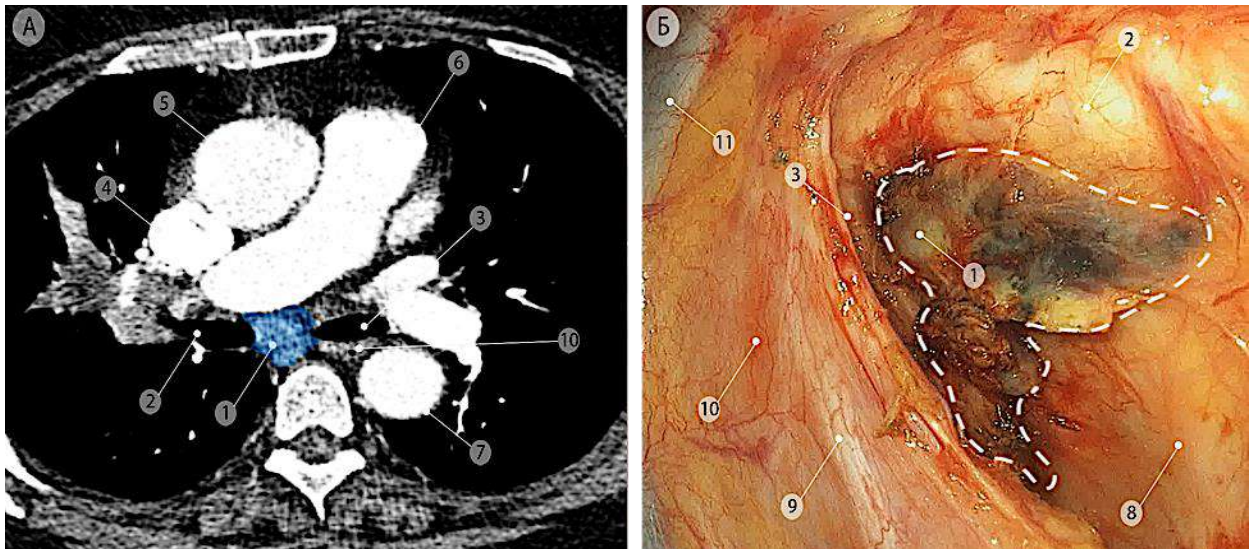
Бифуркационные лимфатические узлы (группа 7), отмечены синим цветом. а – компьютерная томограмма (аксиальная проекция); б – интраоперационная эндоскопическая фотография, вид из правой плевральной полости после мобилизации среднегрудного отдела пищевода. Пунктирной линией показаны границы удаления блока лимфатических узлов с окружающей клетчаткой. 1 – бифуркационные лимфатические узлы (группа 7); 2 – правый главный бронх; 3 – левый главный бронх; 4 – верхняя полая вена; 5 – восходящая часть дуги аорты; 6 – общий ствол лёгочной артерии; 7 – нисходящая часть грудной аорты; 8 – задняя стенка перикарда; 9 – правый блуждающий нерв; 10 – пищевод; 11 – дуга непарной вены
